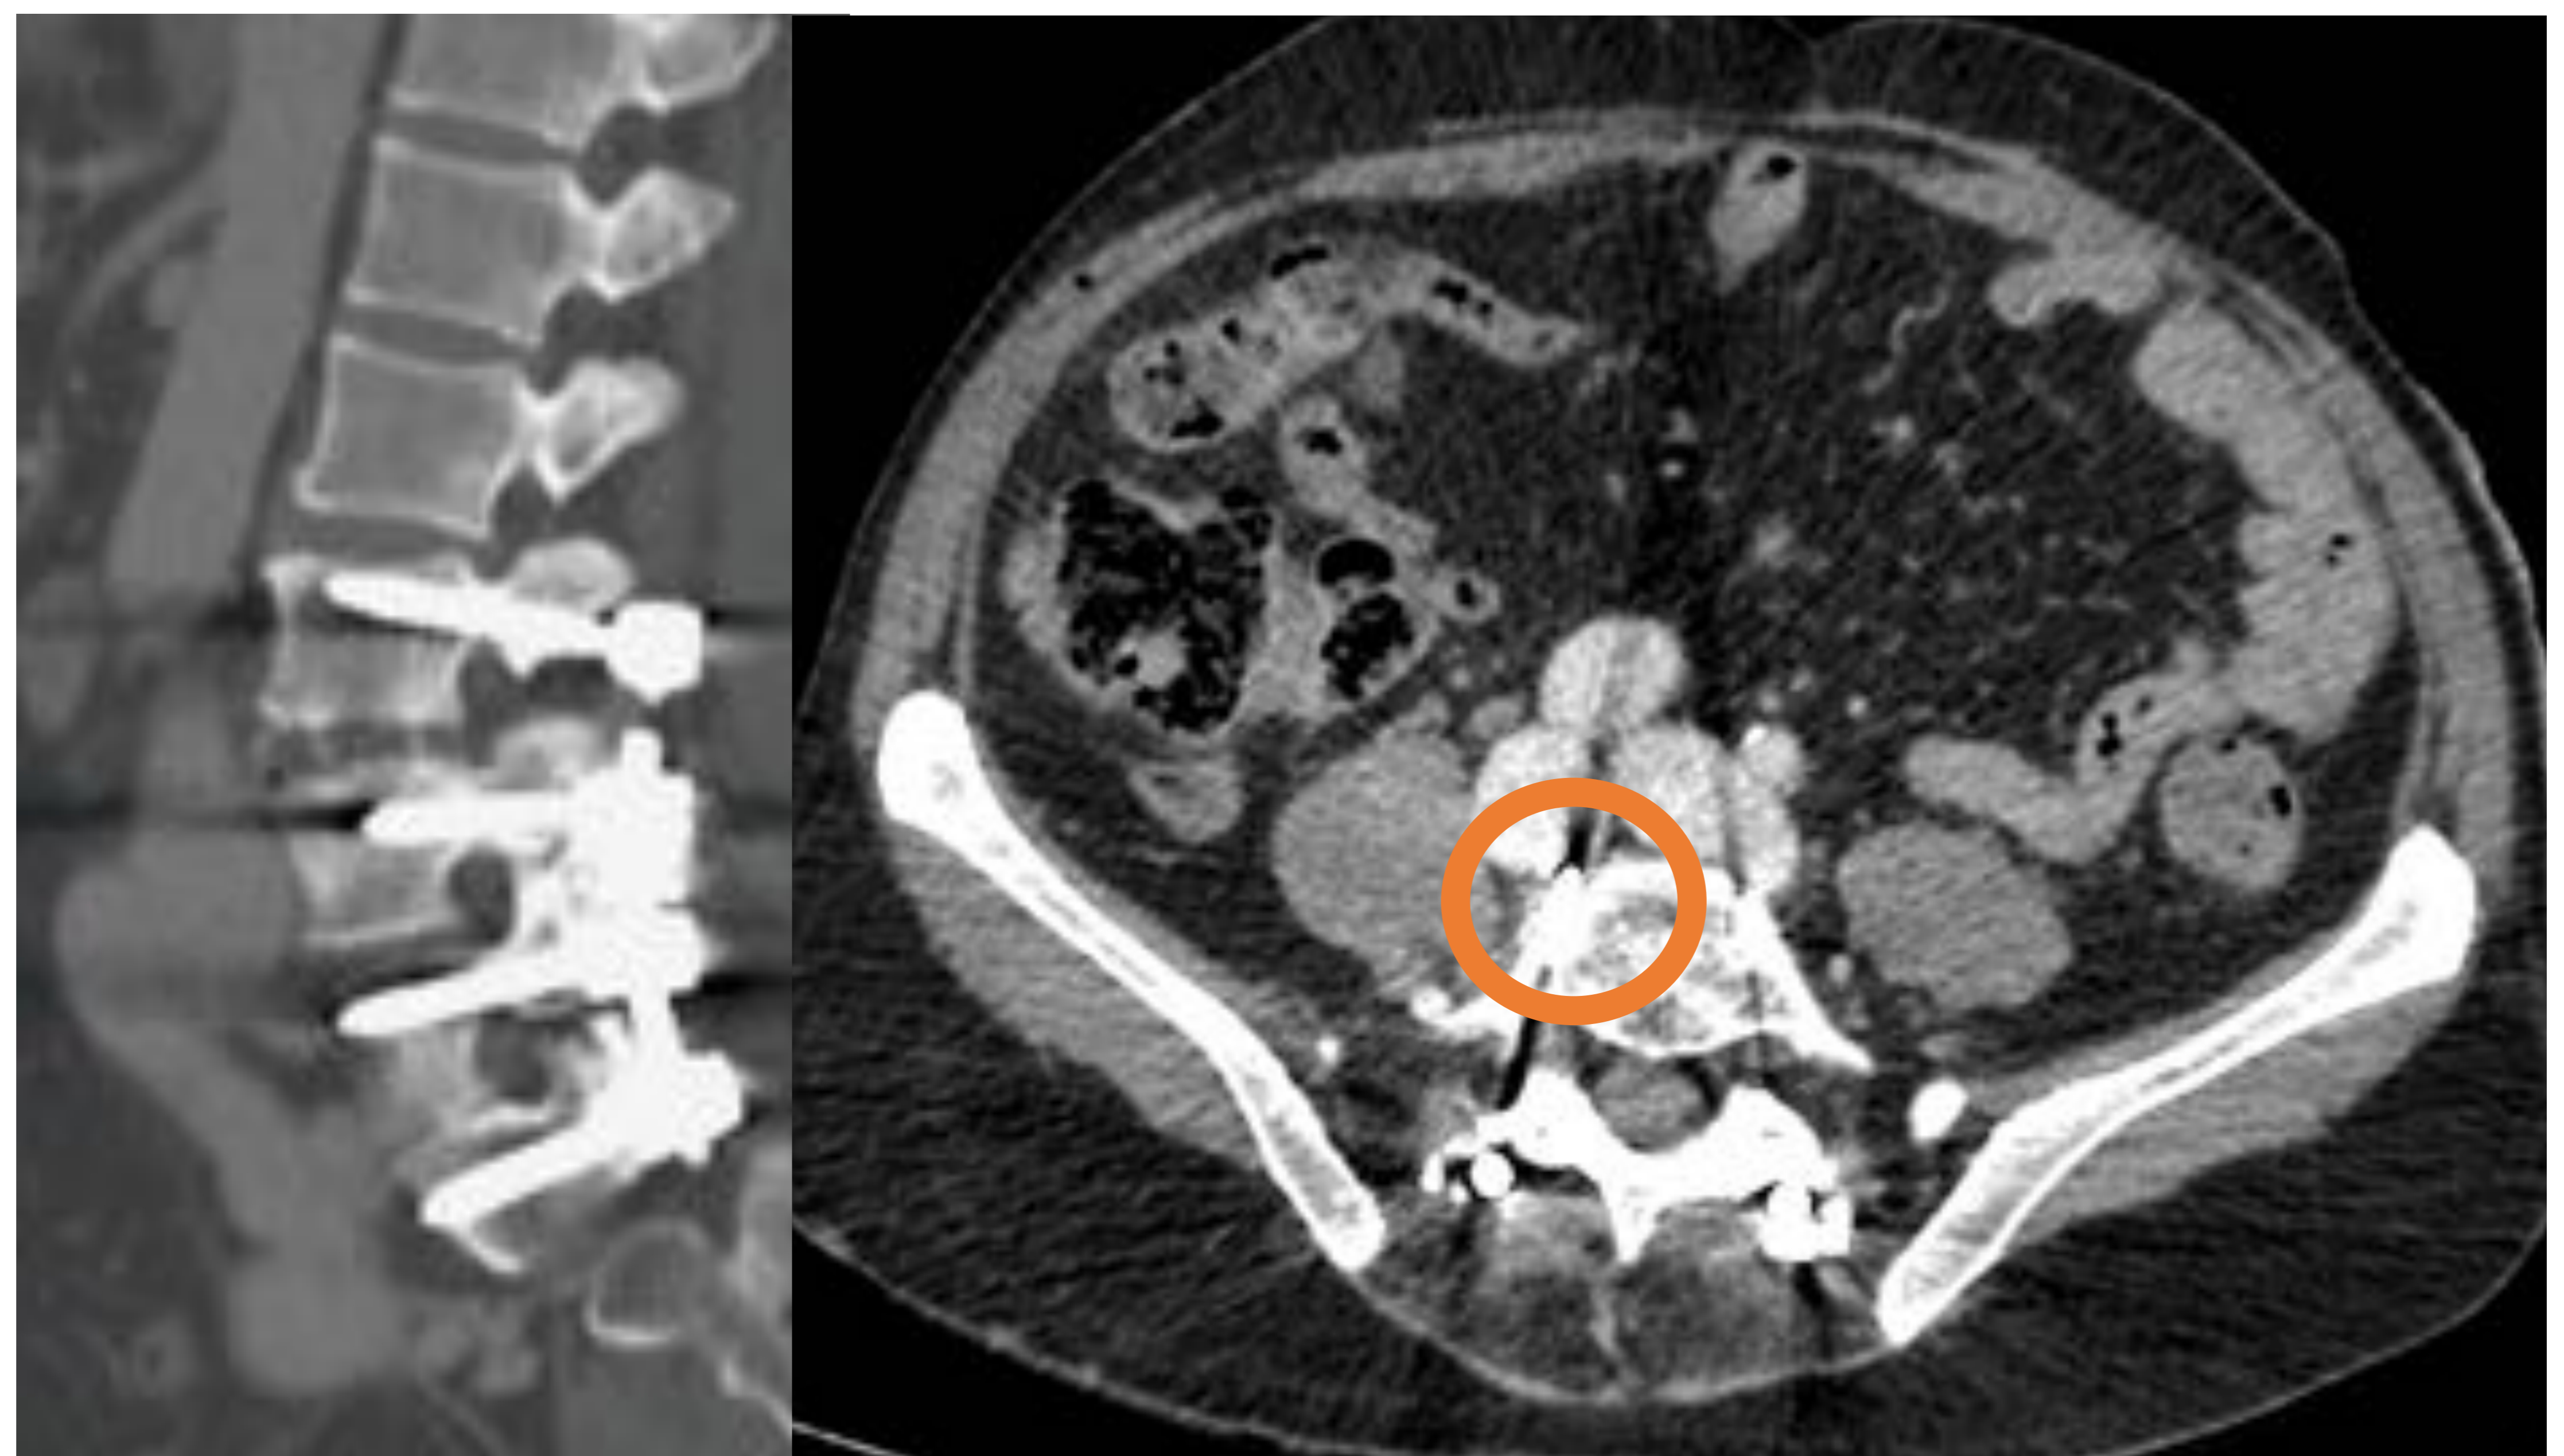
TC de la columna vertebral lumbar: Sistema de fijación con tornillos pediculares de la L3-S1. En el la imagen axial en ventana de partes blandas, se visualiza un tornillo pedicular traspasando la pared anterior del cuerpo vertebral (círculo). La hipótesis es que ha sido responsable de la formación de la fístula AV.
